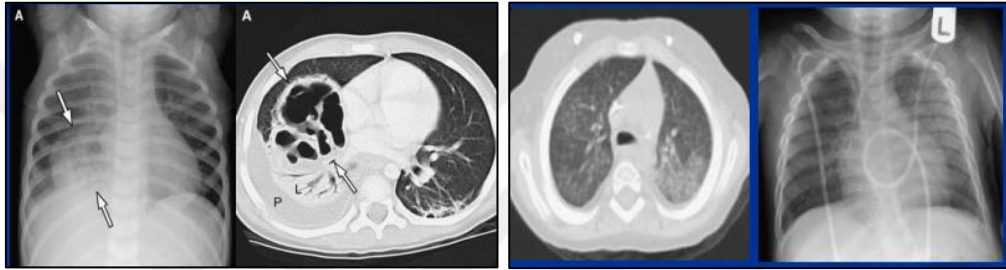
Neonatal pnömonide akciğer grafisi görünümü (87).
